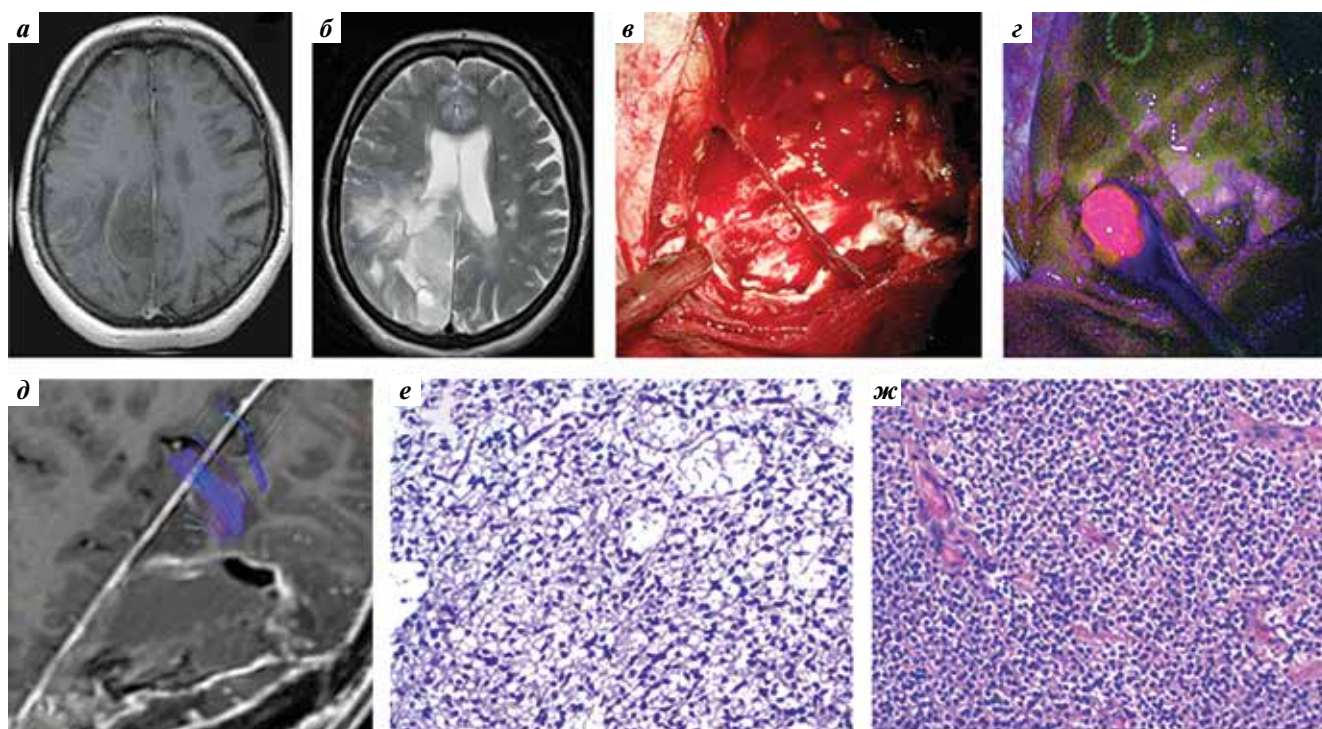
Пример фокусного свечения биоптата пациента с анапластической астроцитомой Grade III; взята биопсия из светящейся части глиомы (участок Grade III), основная часть опухоли не флуоресцировала (участок Grade II). Дооперационные МРТ (аксиальный срез): а — T1 с контрастированием; б — T2. Интраоперационные фотографии: в — выполненные в белом свете; г — в ФЛ-режимах (отмечается яркое свечение одной зоны опухоли при отсутствии ФЛ в остальной ее части); д — послеоперационная МРТ (T1 с контрастным усилением). Морфологическое исследование биоптата: е — из основной нефлуоресцирующей части опухоли (участок Grade II); ж — образец взят из небольшой флуоресцирующей части опухоли справа (участок Grade III)
